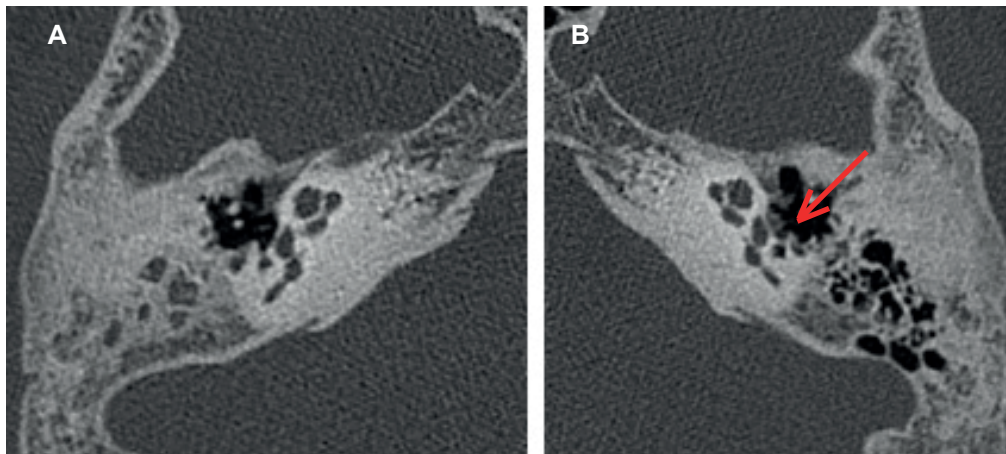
Estribo izquierdo hipoplásico con ocupación del foramen obturador. Tomografía computarizada (TC) de peñascos, cortes axiales. A. Mesotímpano del lado derecho. B. Mesotímpano del lado izquierdo. Se objetiva una asimetría entre ambos estribos; el izquierdo presenta un aspecto hipoplásico y ocupación del foramen obturador (flecha roja en B). Fuente: imágenes obtenidas del archivo del paciente.
